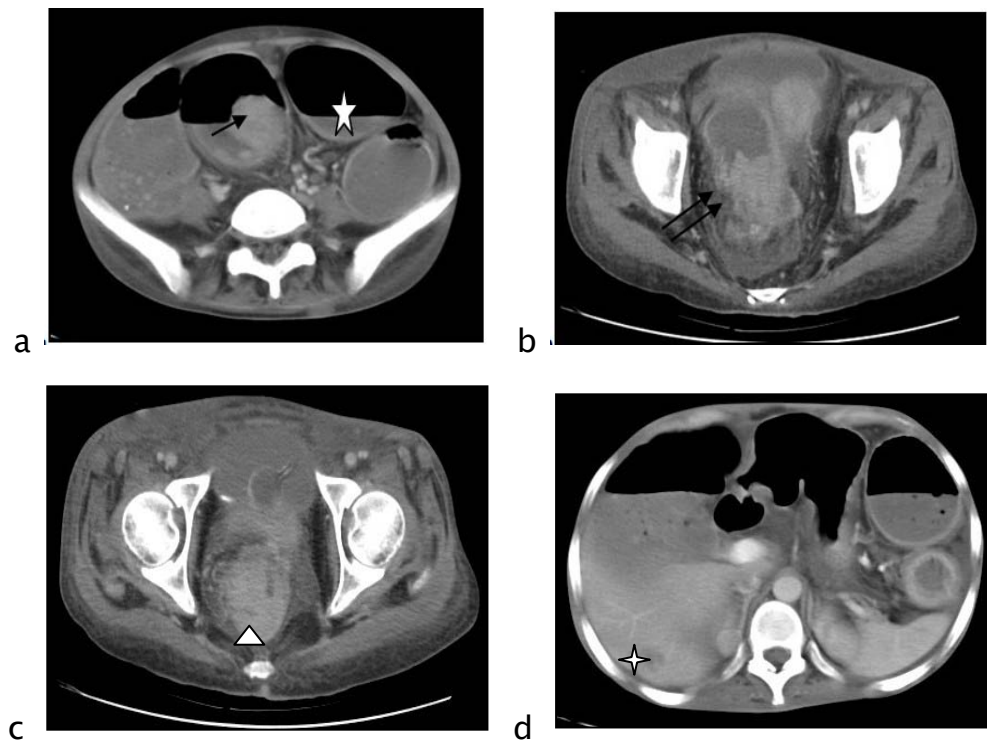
Patiente âgée de 27 ans avec notion de Polypose familiale recto-colique se présente pour un syndrome occlusif d'installation progressive avec des épisodes de rectorragie. TDM abdomino-pelvienne avec injection de PDC objectivant :
